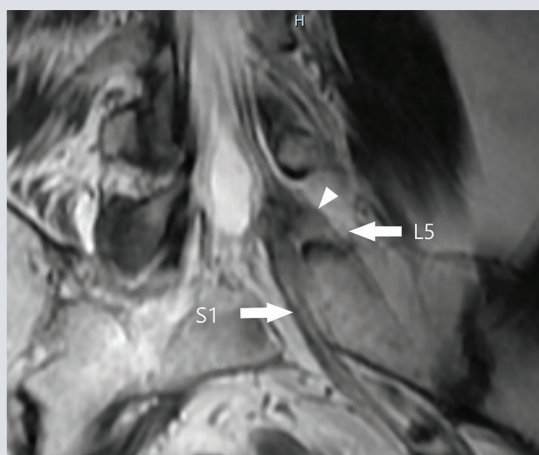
Imagen de resonancia magnética ponderada en T2, plano coronal, donde se observa un saco dural común (cabeza de flecha) y el trayecto de las raíces L5 y S1 izquierdas respectivamente (flechas blancas), raíz conjunta L5-S1 izquierda.
